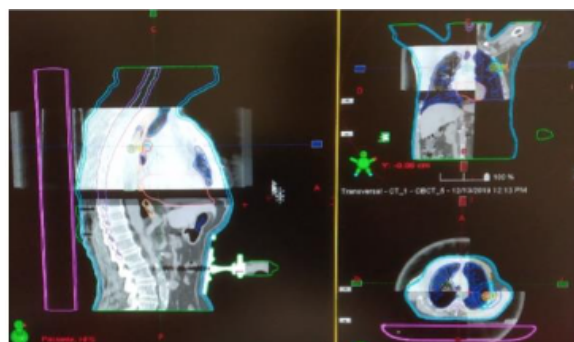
Ejemplo de Tomografía Computacional (TC) con el que se realiza la comprobación de posicionamiento denominada "Cone Beam CT" (CBCT). Extraído del Hospital Universitari Sant Joan de Reus (HUSJR) del servicio de oncología radioterápica.
